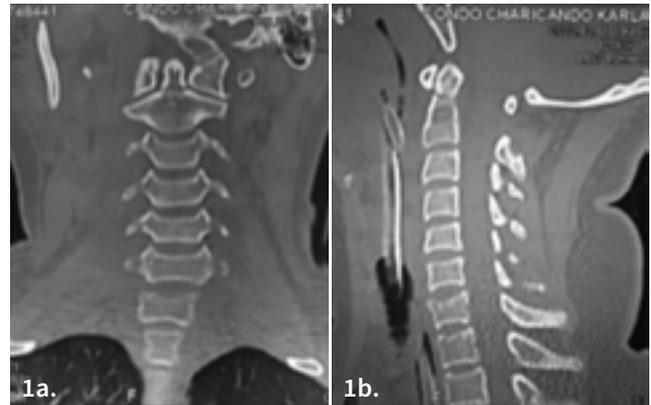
a. Fractura de apófisis odontoides tipo II de Anderson D'Alonzo, corte coronal de tomografía. b. Fractura de apófisis odontoides tipo II de Anderson D'Alonzo, corte sagital de tomografía.
